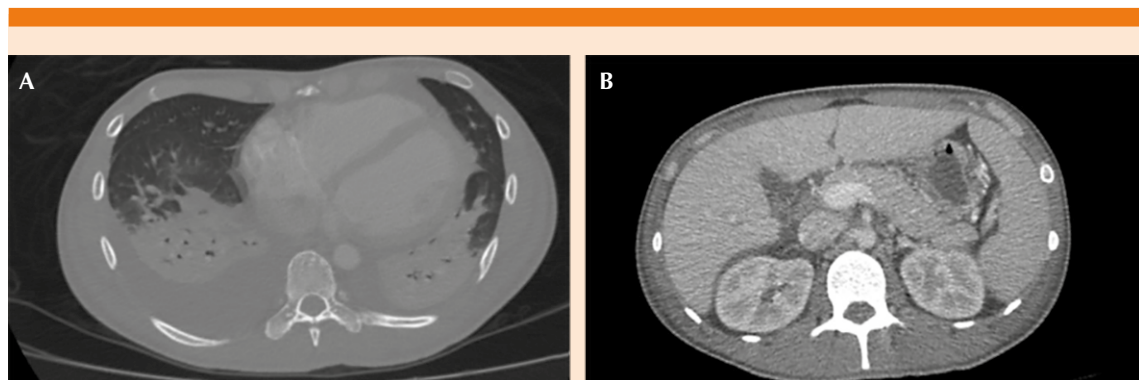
A. TAC de tórax el día del ingreso con derrame pleural bilateral y consolidación alveolar bilateral que sugiere neumonía. B. TAC de abdomen que evidencia un aumento difuso del tamaño del páncreas, categorizándolo como una pancreatitis Balthazar C.
